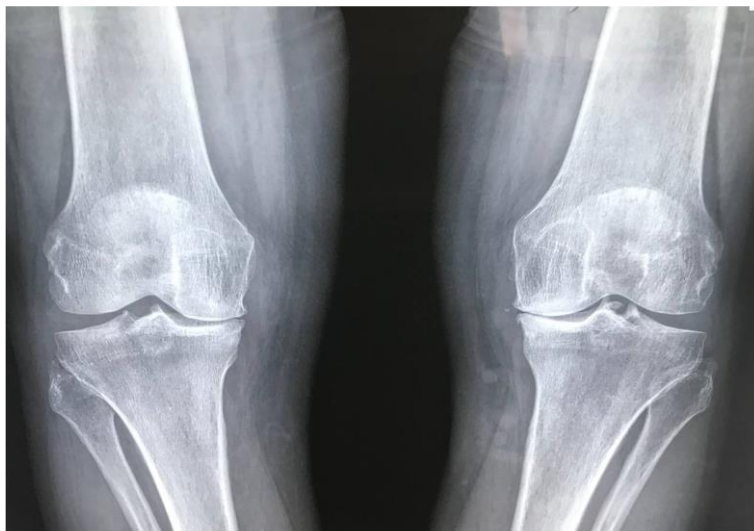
Рентгенограма колінних суглобів з ознаками деформуючого остеоартрозу обох колінних суглобів III ст. (здійснена з осьовим навантаженням в прямій проекції)
